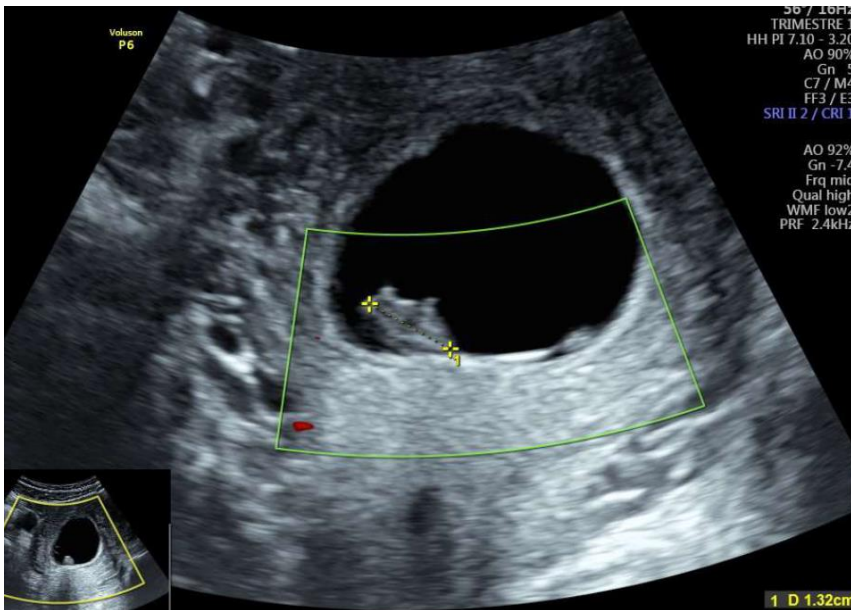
Grossesse arrêtée à 8 SA voie abdominale (LCC à 13 mm, AC -, pas de flux doppler)
